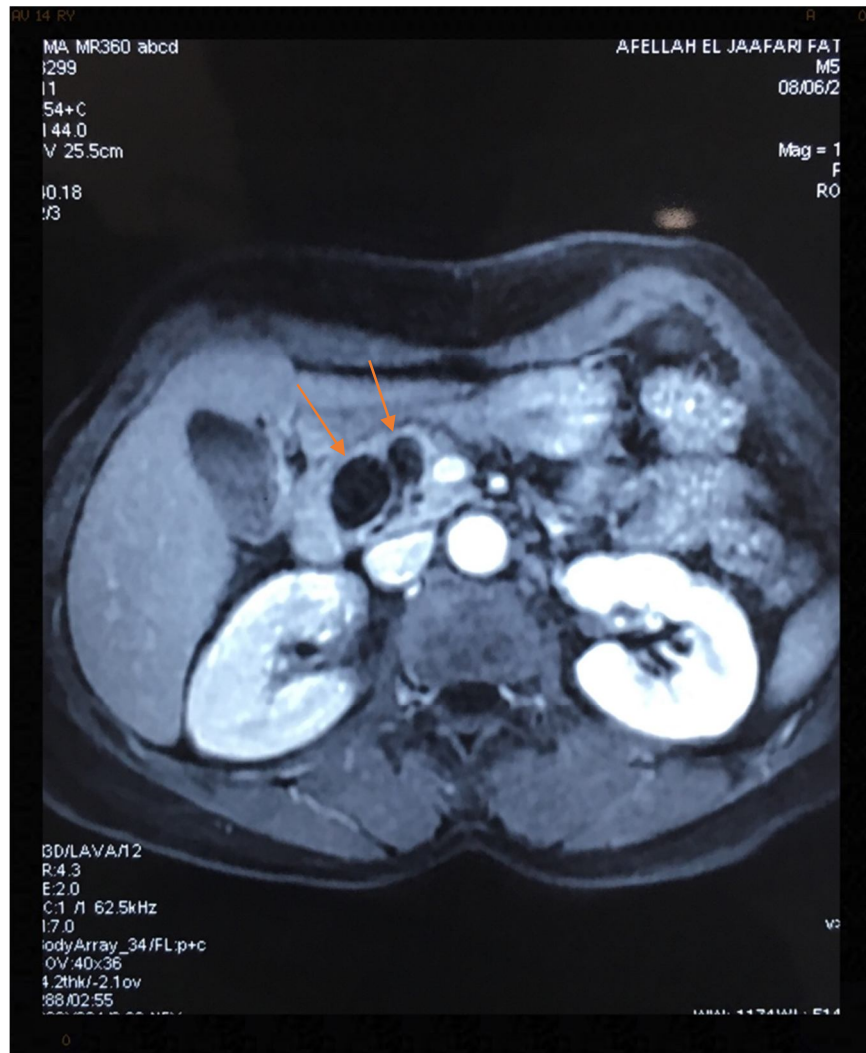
IRM abdominale, coupe axiale en T1 montrant le cystadénome en hyposignal.
